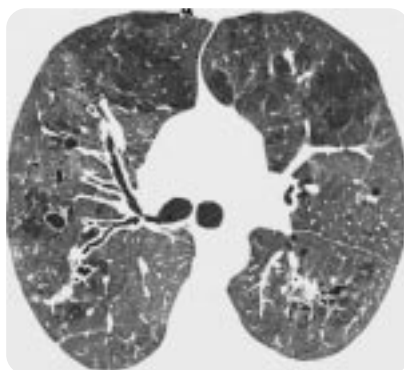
Кистозный фиброз, КТВР. Томограмма на уровне бронха верхней доли. Видны расширенные по типу цилиндрических бронхоэктазов сегментарные bronchi справа, крупные мешотчатые бронхоэктазы, участки клапанного вздутия в передних сегментах.
